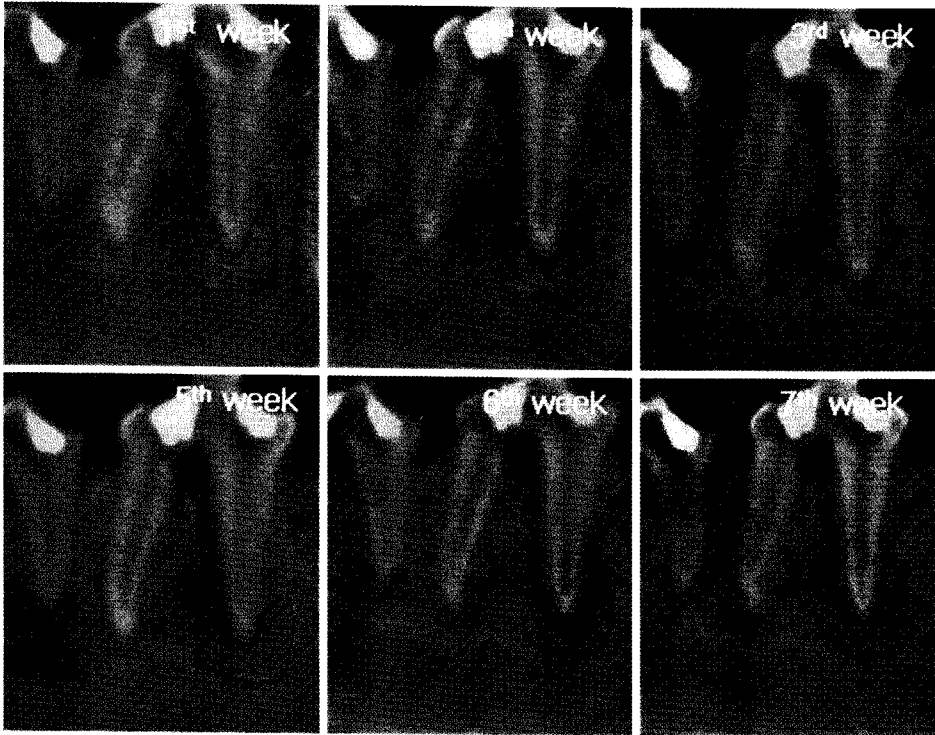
An 0.1 mm-thickness CBCT images of beagle's mandibular premolar. Consecutive skeletonized images of the periapical lesion were observed according to time sequences. Radiographic densities of each images were compensated by normalization.
